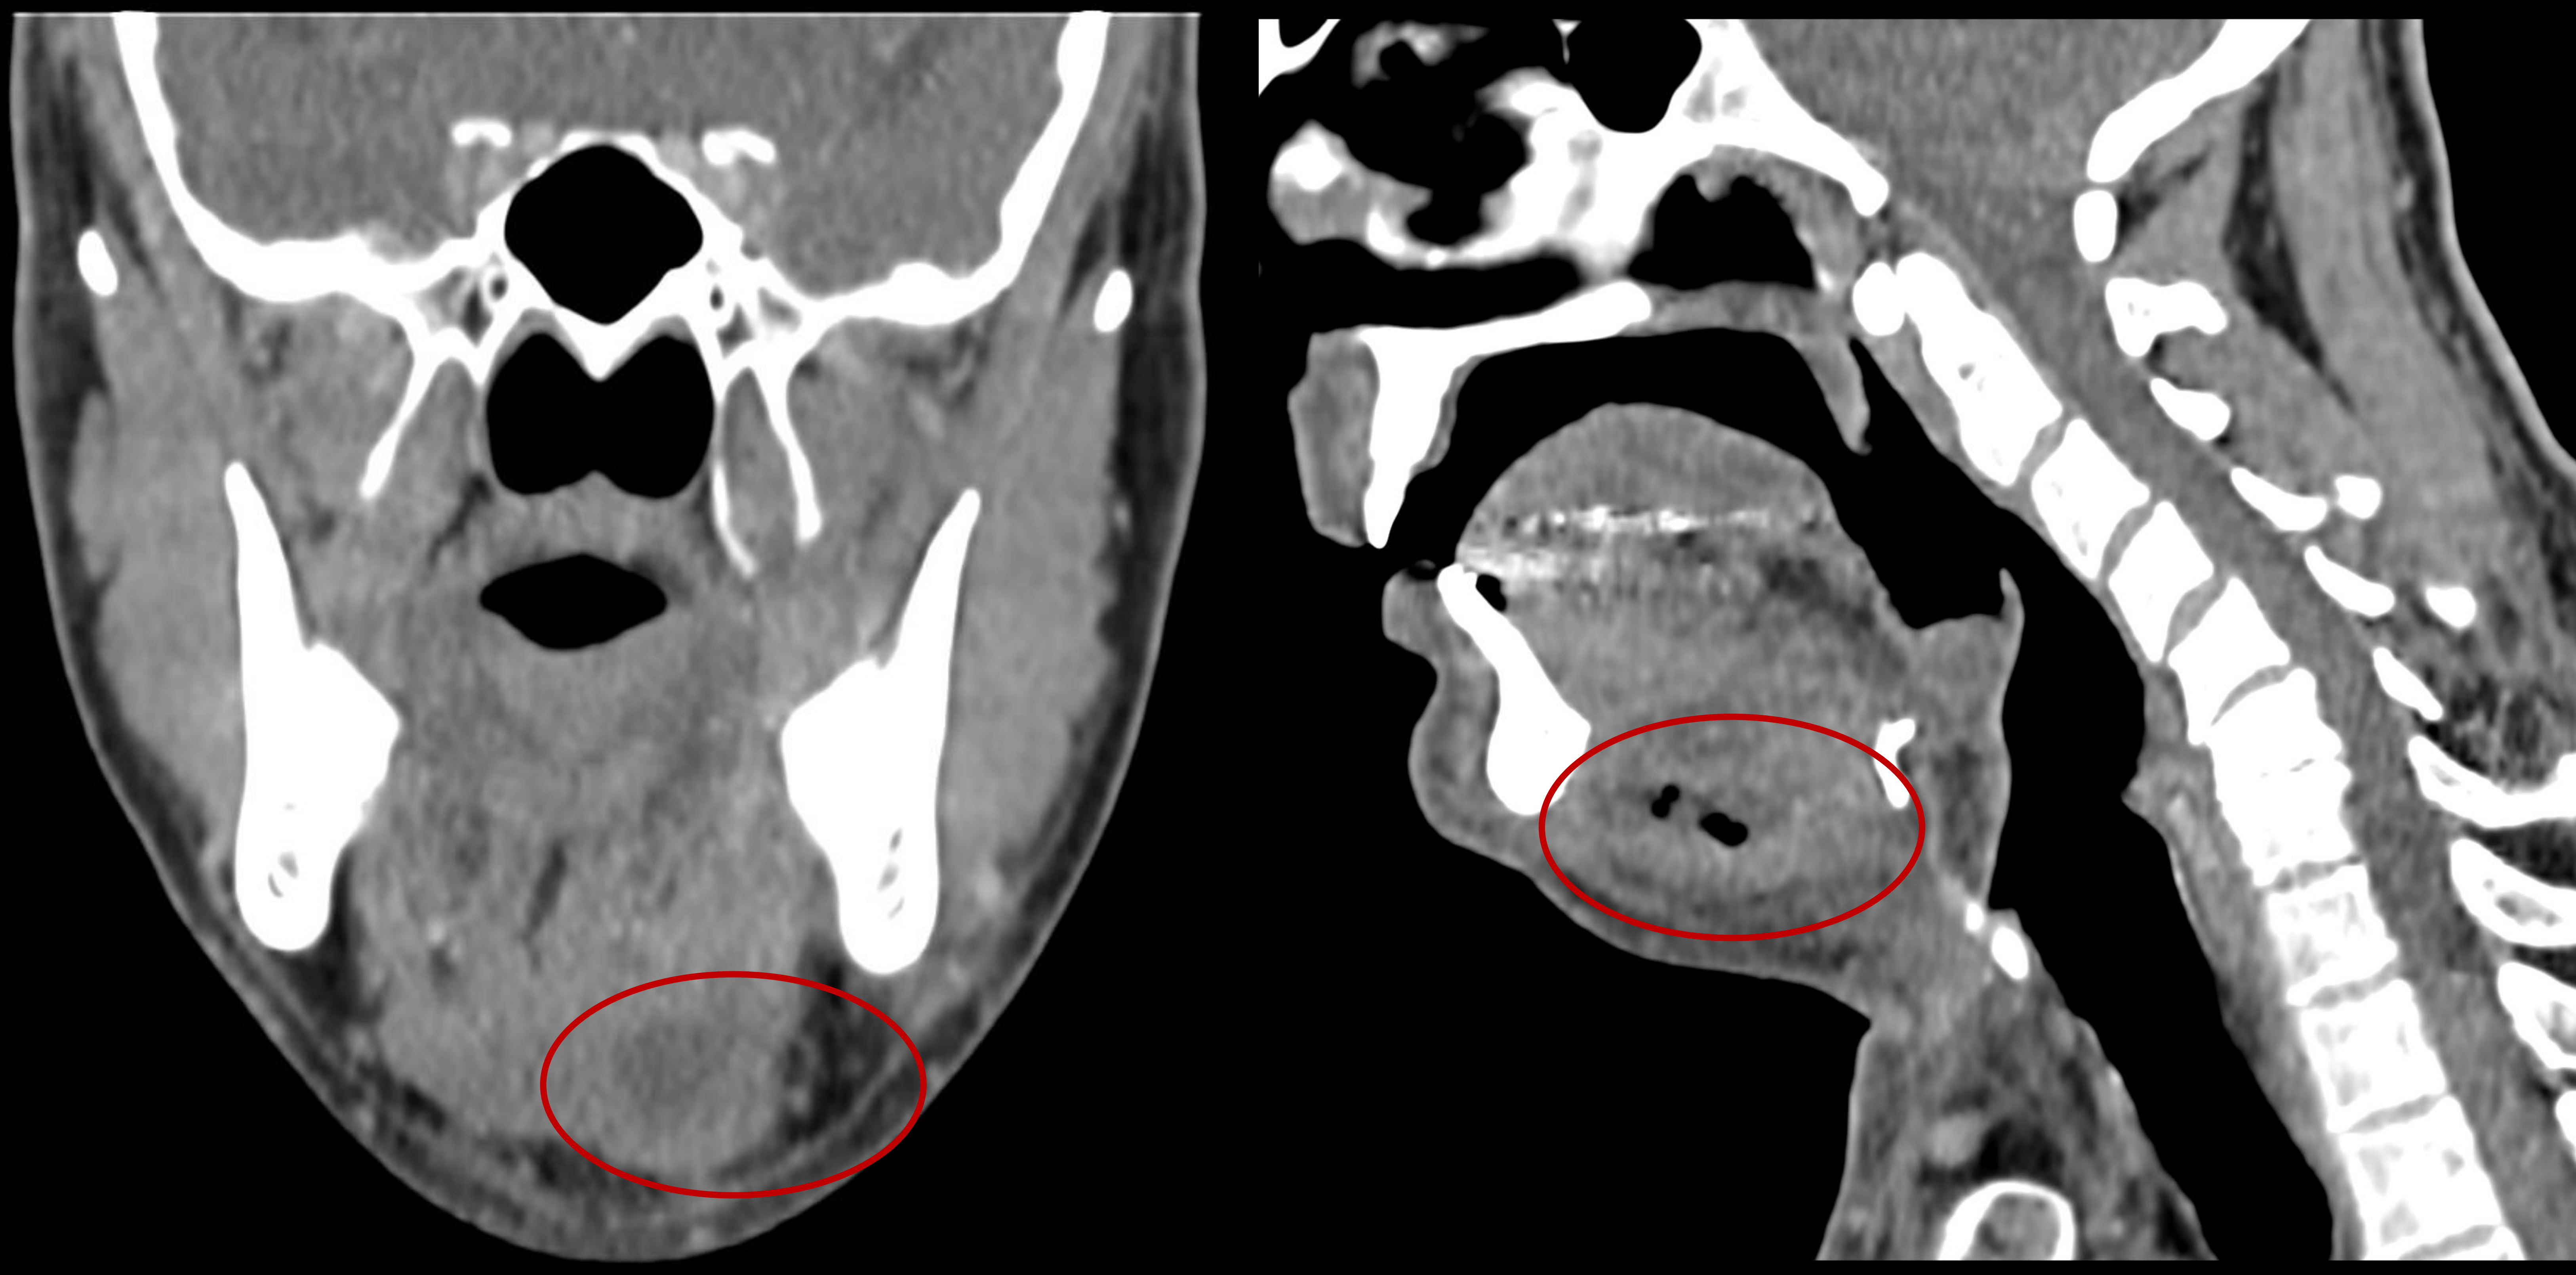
Reconstrucciones coronal (izquierda) y sagital (derecha) de TC del paciente anterior. Se observan los cambios flemonosos en suelo de la boca anteriormente descritos. El paciente evolucionó satisfactoriamente tras drenaje quirúrgico y antibioterapia intravenosa.
